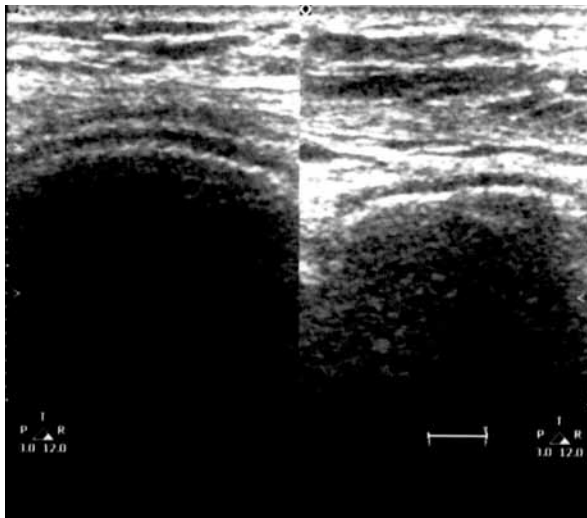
Ecografía de rodilla: signo del doble contorno.
